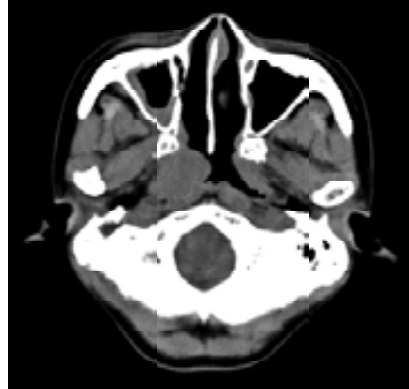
La tomografía computarizada, muestra aumentos de volumen de tejidos blandos en la región maxilar y nasofaríngea.<sup>36</sup>
